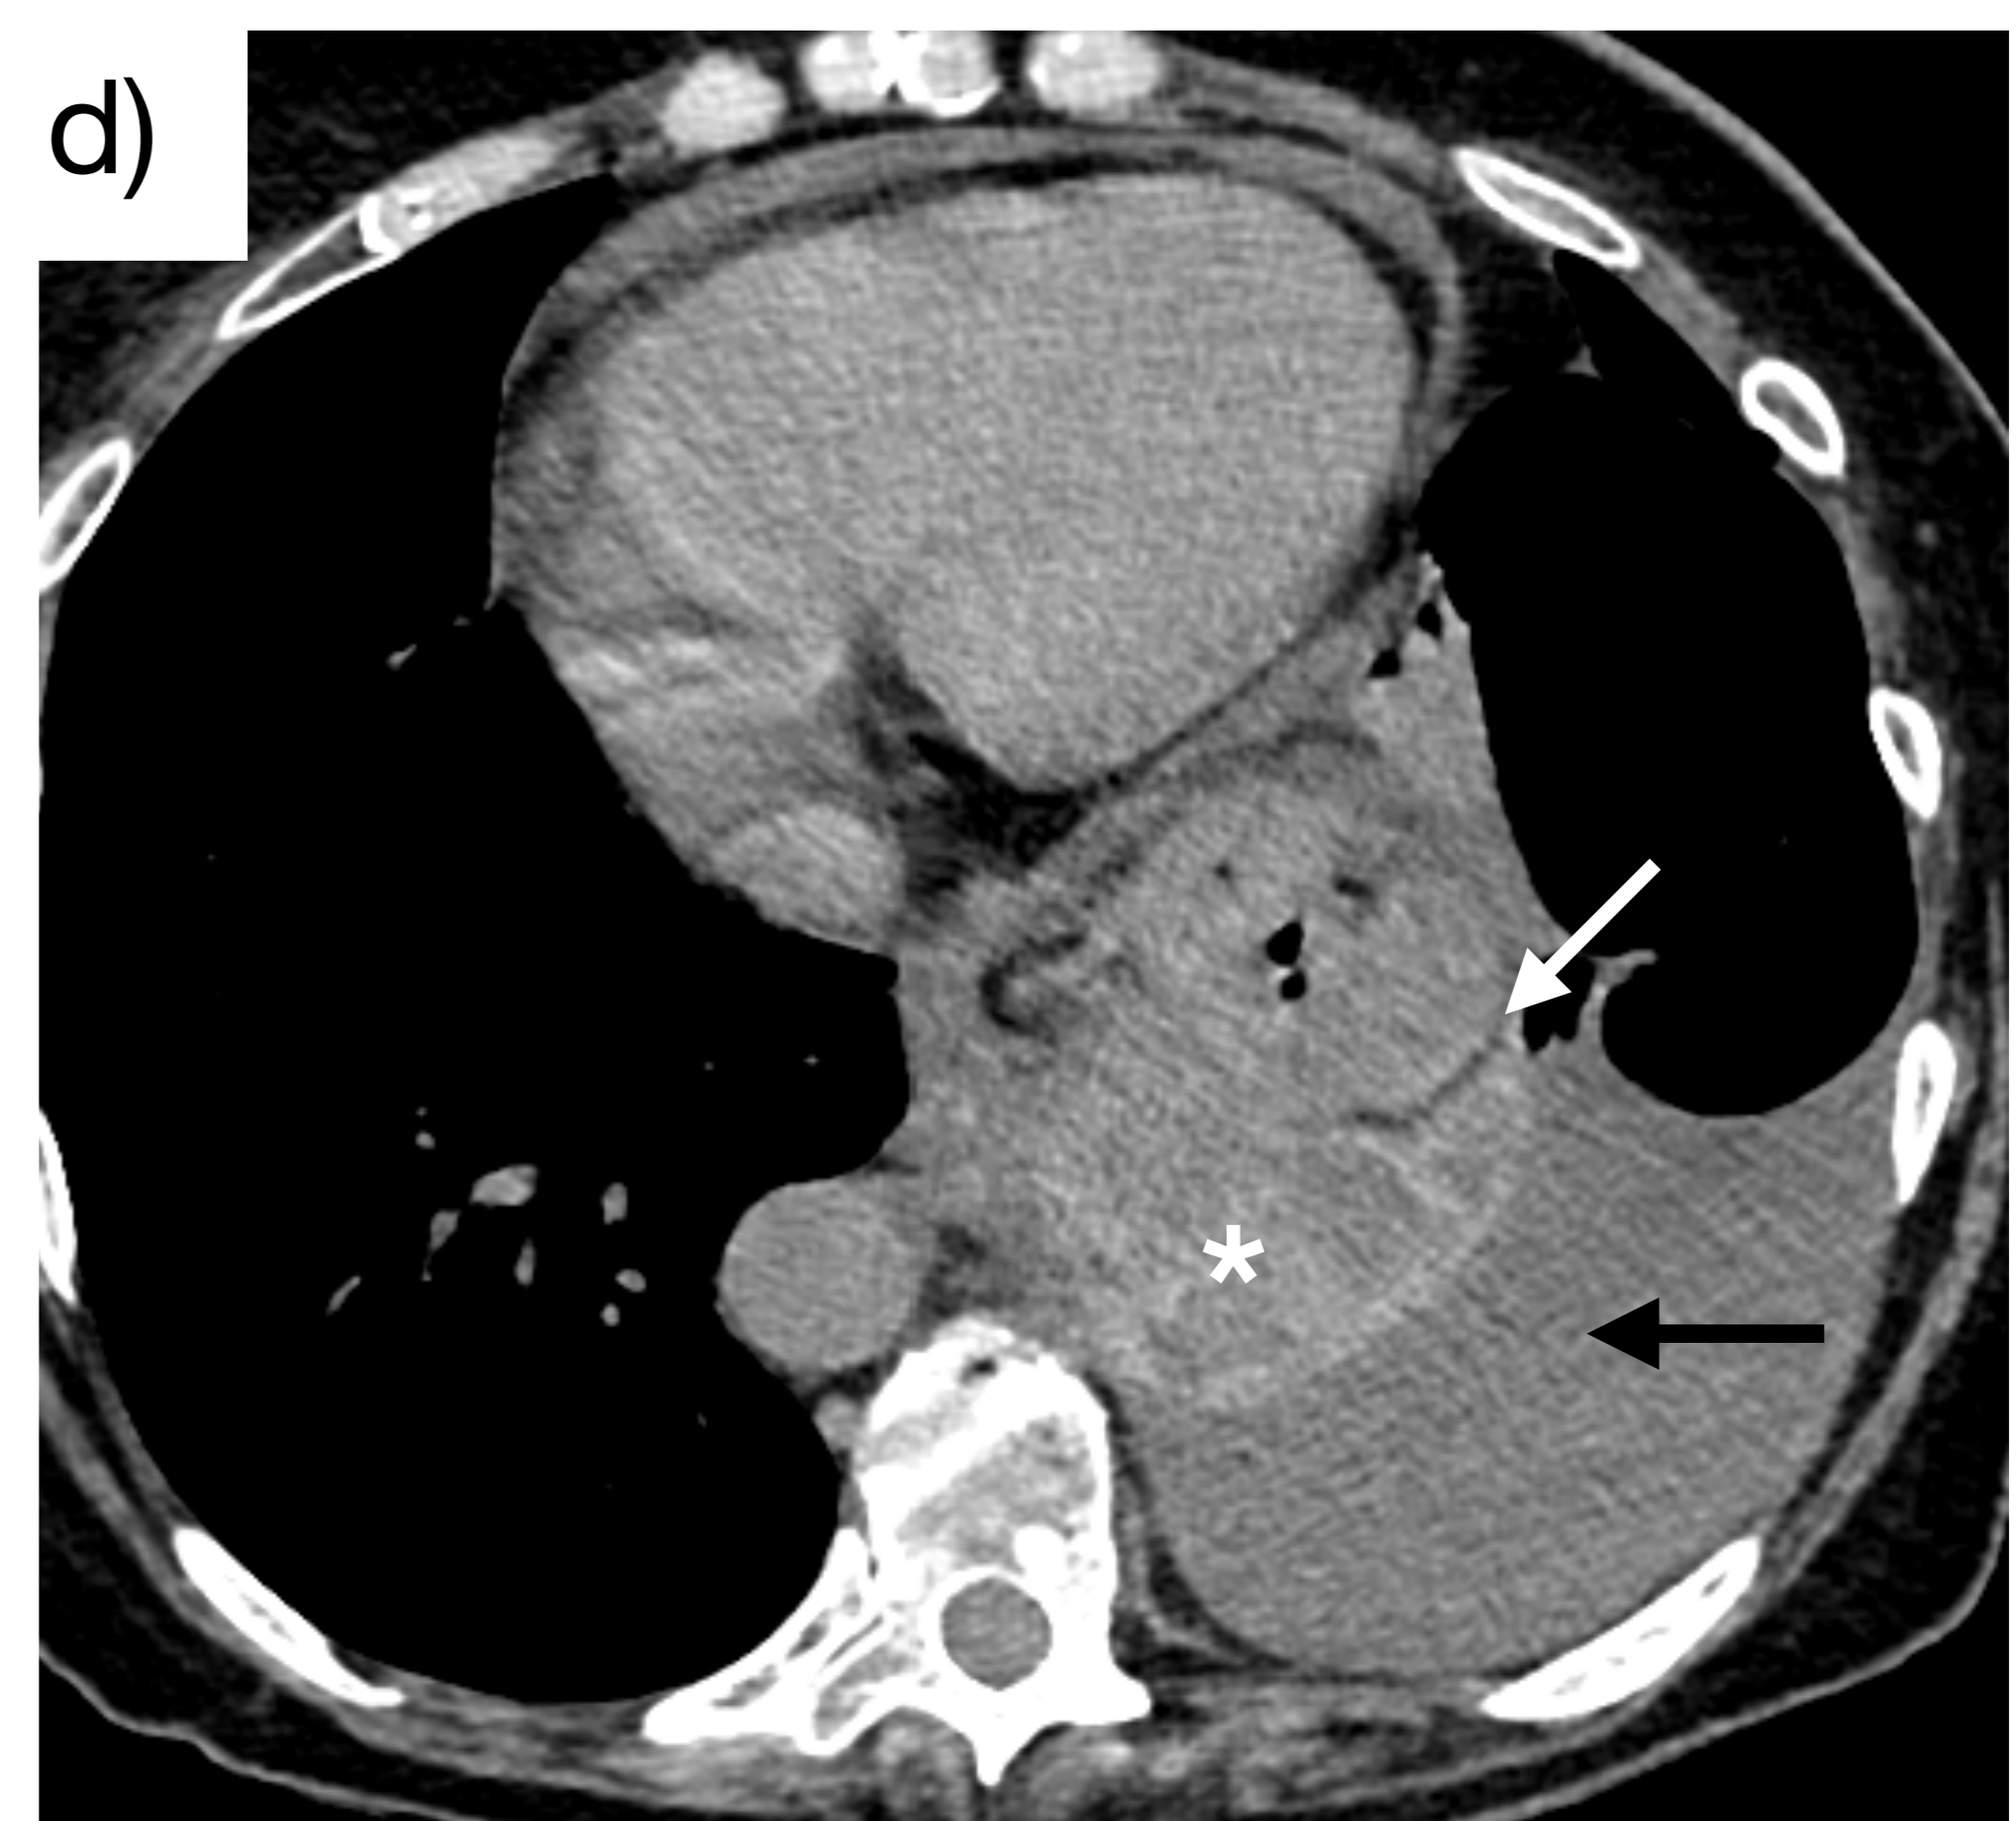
d) TC axial con CIV. Asterisco: colección heterogénea con áreas de alta atenuación en mediastino adyacente a fundus gástrico, separados por plano graso (flecha blanca). Flecha negra: derrame pleural.
